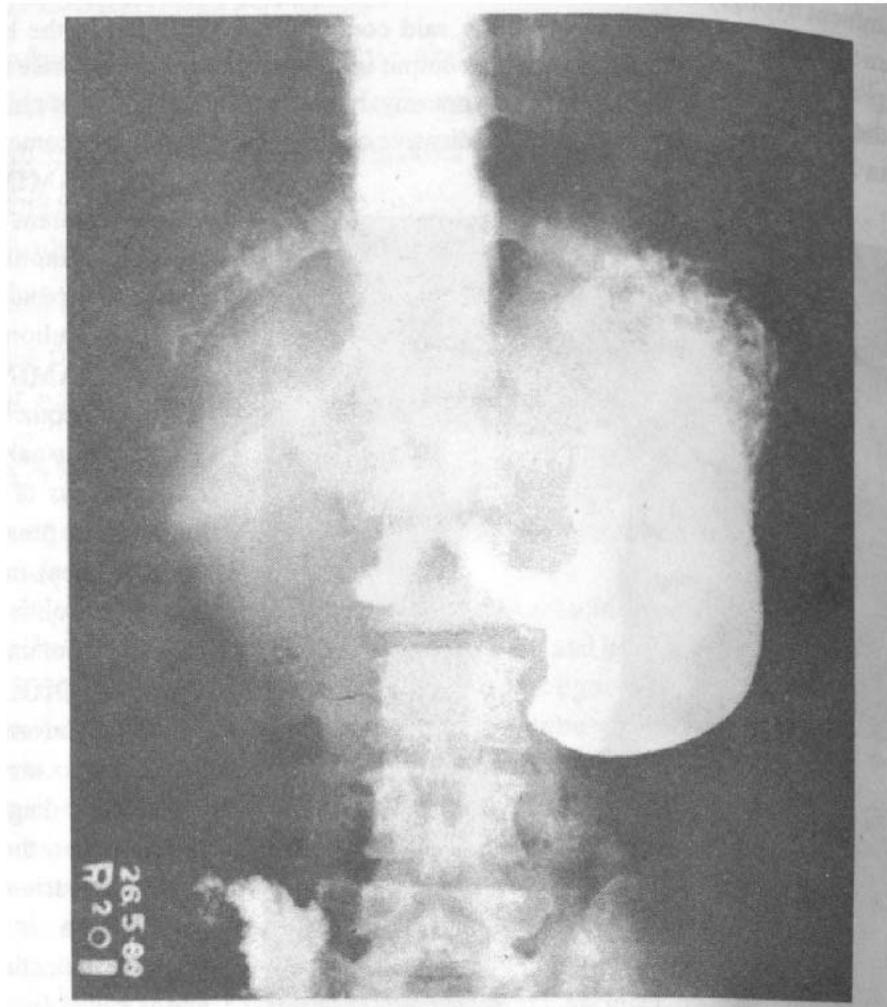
Barium meal X-ray showing irregular filling defect of the pyloric region of the stomach due to carcinoma of the stomach.
